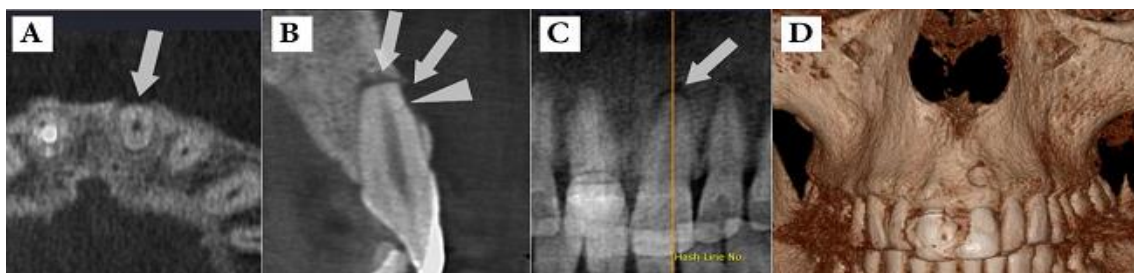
La tomografía computarizada muestra en la figura A) y B) una pequeña fractura radicular horizontal en la superficie vestibular del incisivo central superior izquierdo causada por un traumatismo de impacto; B y C) Tenga en cuenta las dos lesiones periapicales separadas en el área apical (flecha) y adyacente a la línea de fractura (cabeza de flecha) debido a la necrosis del diente; D) La reconstrucción tridimensional de la lesión en la zona vestibular Periapical (<https://idmperu.wordpress.com/2015/04/10/aplicacion-de-la-tomografia-computarizada-de-haz-conico-cbct-en-endodoncia/>)
